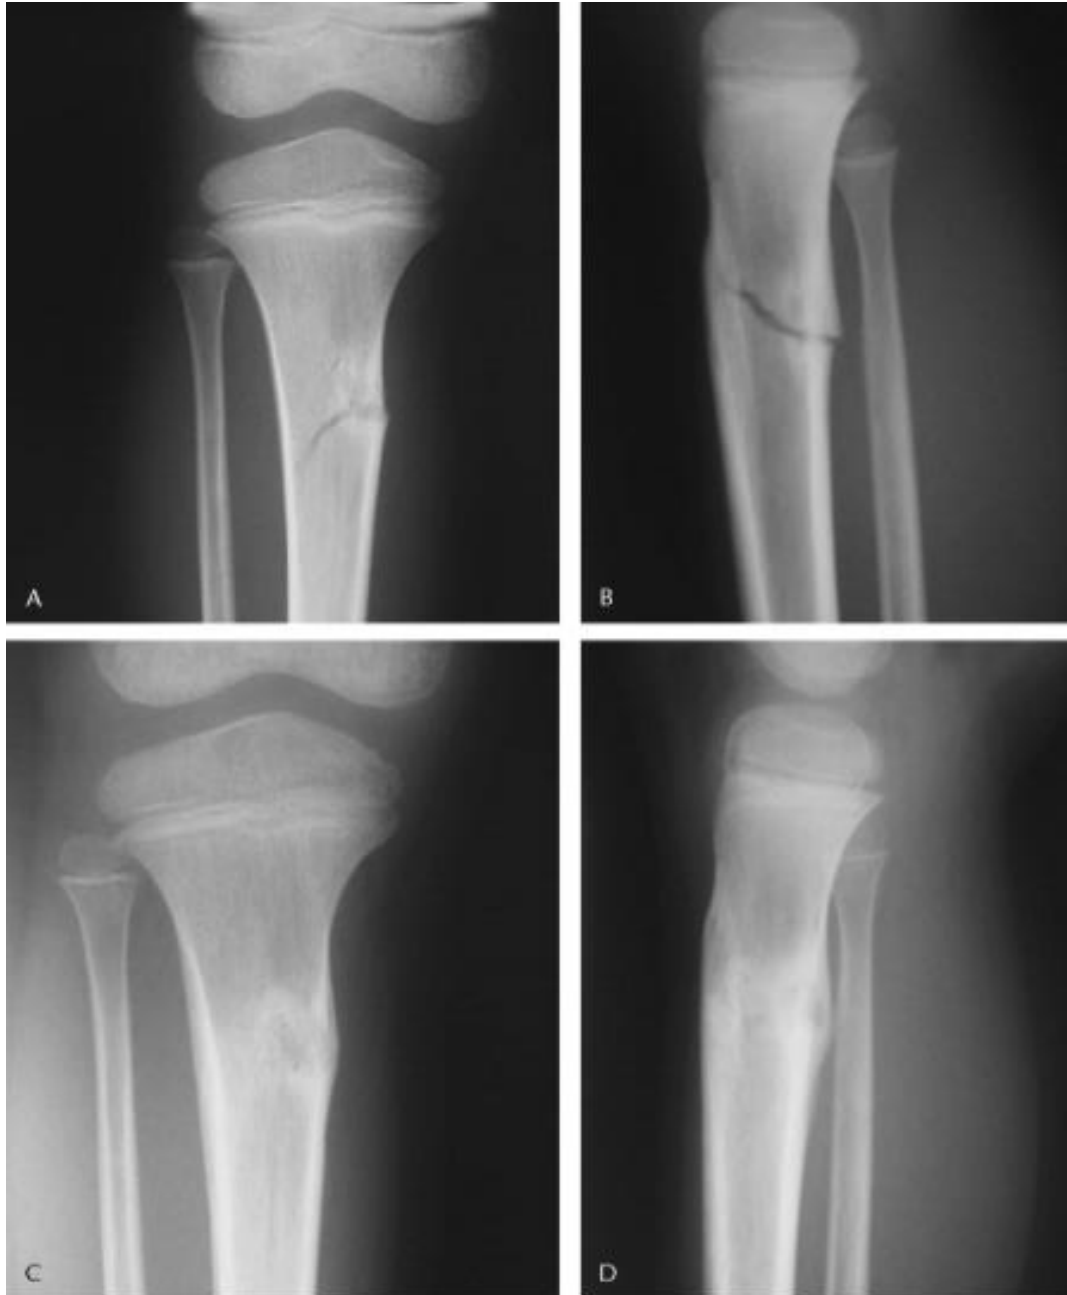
Radiographie standard face (A) et profil (B) montrant une fracture pathologique à travers un fibrome non ossifiant de la métaphyse proximale du tibia chez un garçon de 6 ans (6).
